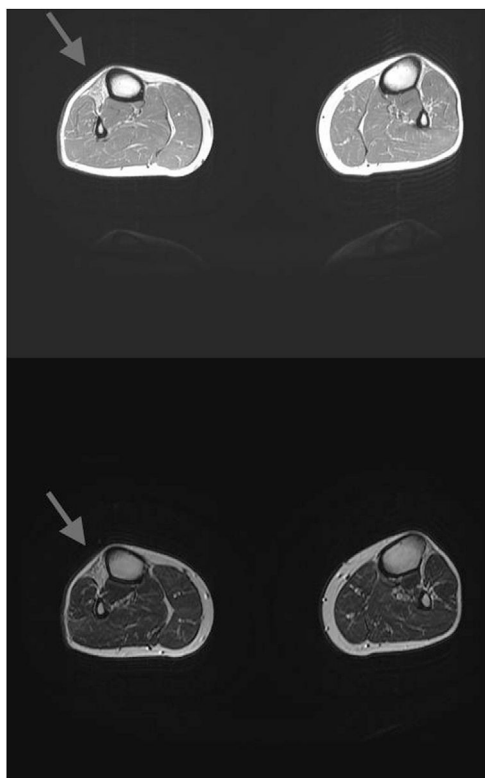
RM muscular, corte axial, secuencia T2: atrofia con reemplazo graso de la musculatura extensora de MMII.
